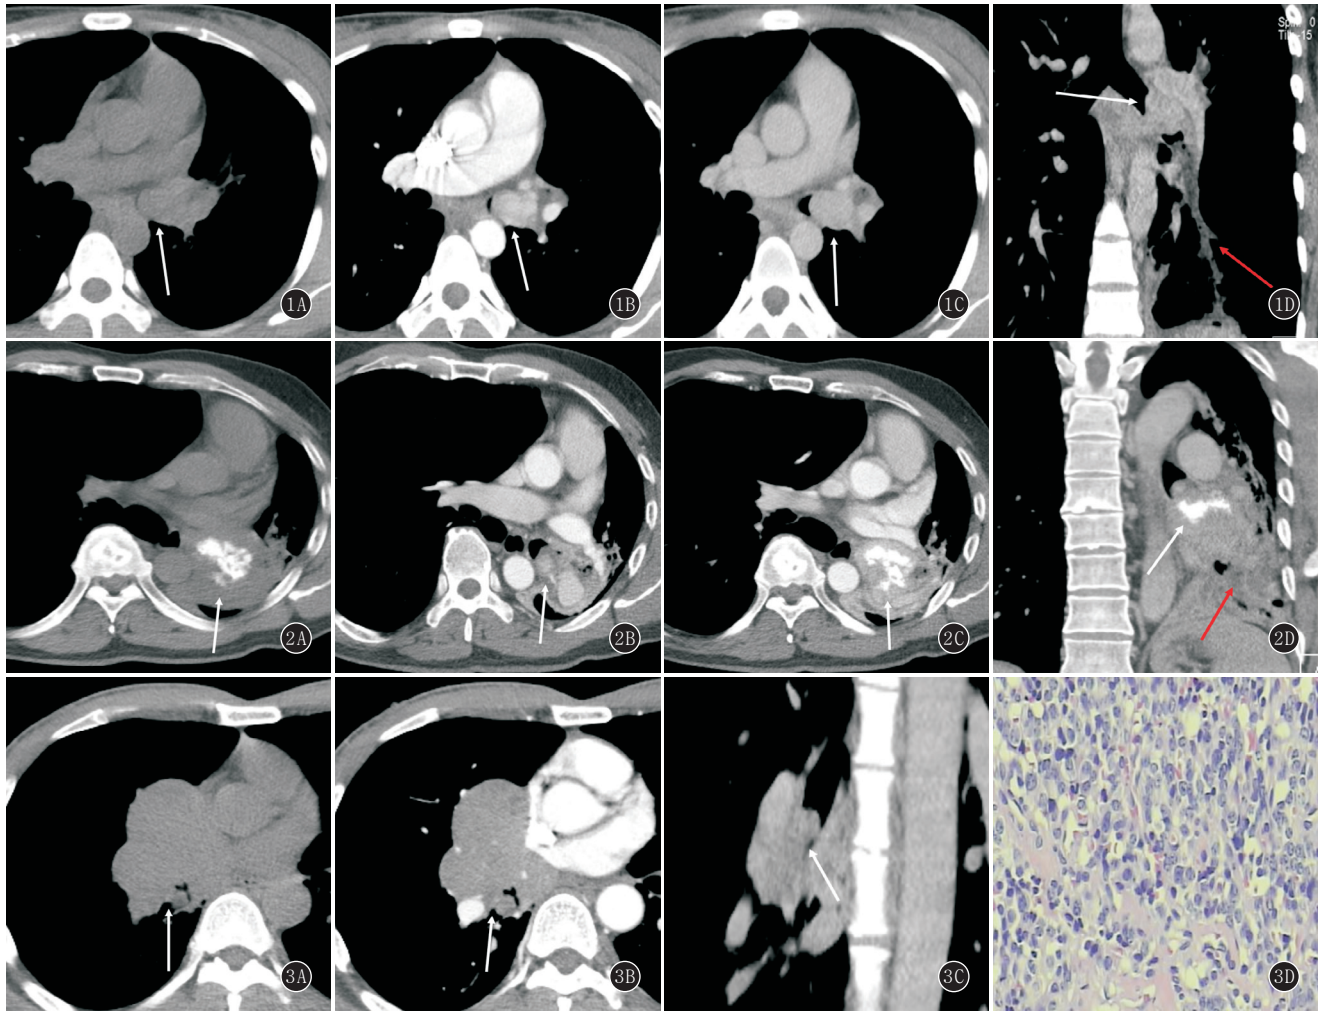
~D 女, 44 岁, 典型类癌。A. 平扫示左侧主支气管管内结节(白箭), 边界清晰, 密度均匀, CT 值约 34 HU, 未见钙化、坏死、囊变及空洞, 未见分叶; B~D. 增强扫描示病灶明显均匀强化, CT 值约 97~136 HU, MPR 显示病灶长轴与支气管长轴一致, 即“平行征”, 并见支气管黏液嵌塞征(红箭) 图 2A~D 男, 52 岁, 典型类癌。A. 平扫示左侧主支气管管内结节与腔外肿块(白箭), 边界不清, 密度不均匀, CT 值约 43 HU, 内见爆米花样钙化灶, 未见坏死、囊变及空洞; B, C. 同为增强扫描主动脉期的上下不同层面, 显示病灶不均匀明显强化, CT 值约 126 HU; D. MPR 显示支气管腔内小结节与腔外大肿块的融合, 即“冰山征”, 并见黏液嵌塞征(红箭) 图 3A~D 男, 51 岁, 典型类癌。A. 平扫示右中间段支气管腔内结节与腔外肿块融合, 边界清晰, 密度均匀, CT 值约 34 HU, 未见坏死、囊变及空洞; B, C. 增强扫描示病灶明显均匀强化, CT 值约 94 HU, 见典型“冰山征”改变; D. 镜下见巢片状分布的肿瘤细胞呈浸润性生长, 瘤细胞大小较一致, 部分细胞核肥大、深染, 未见明显核分裂象, 间质血管丰富(HE ×400)
